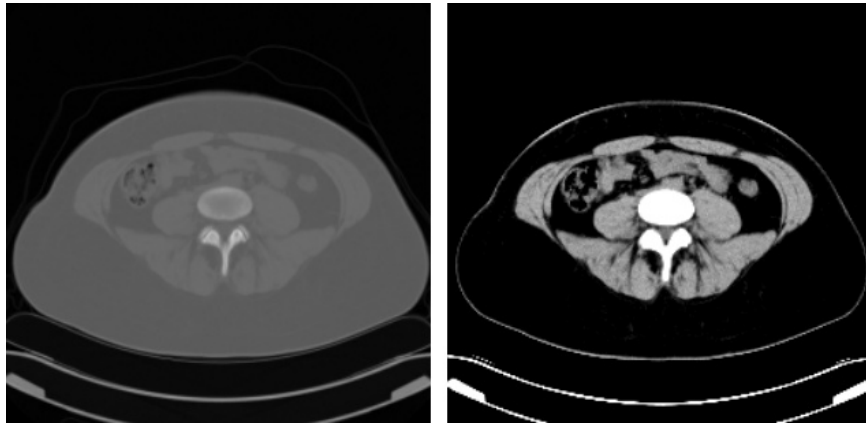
Verschiedene Fensterungen für die selbe CT-Aufnahme. Rechts liegt das komplette Intensitätsspektrum vor, während links ein Weichteilfenster gewählt wurde.
